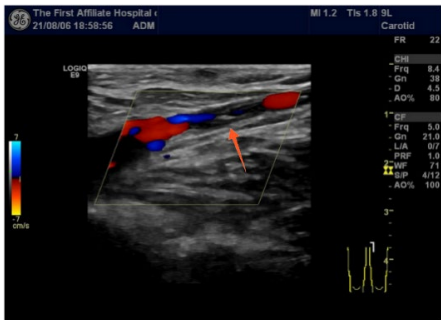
Color ultrasound of both lower limbs: thrombosis of the left saphenous vein root and the left common femoral, superficial femoral and popliteal veins
